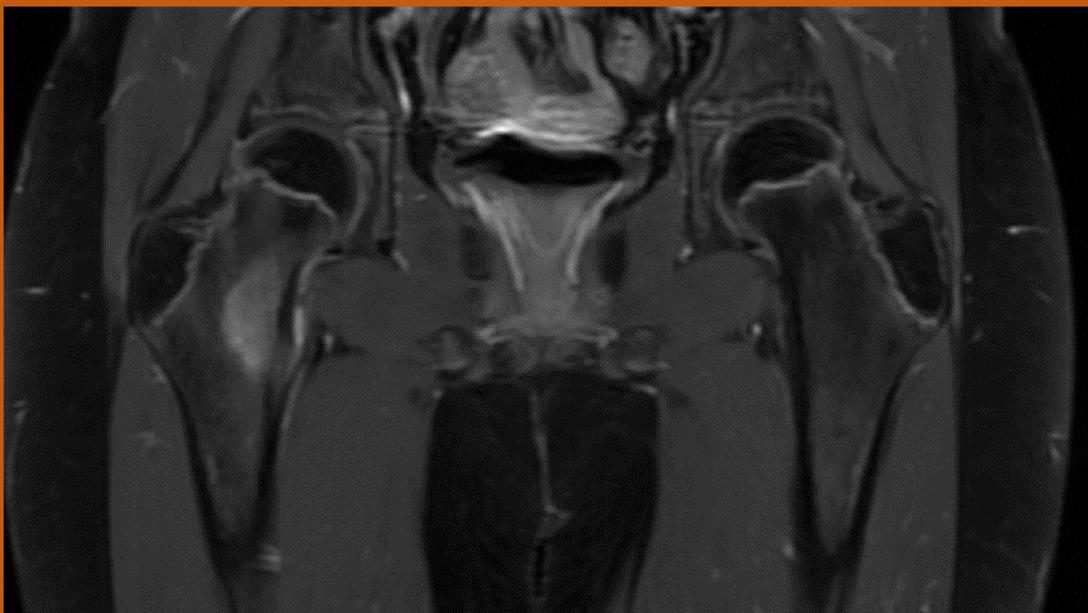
RMN AP ambas caderas.
